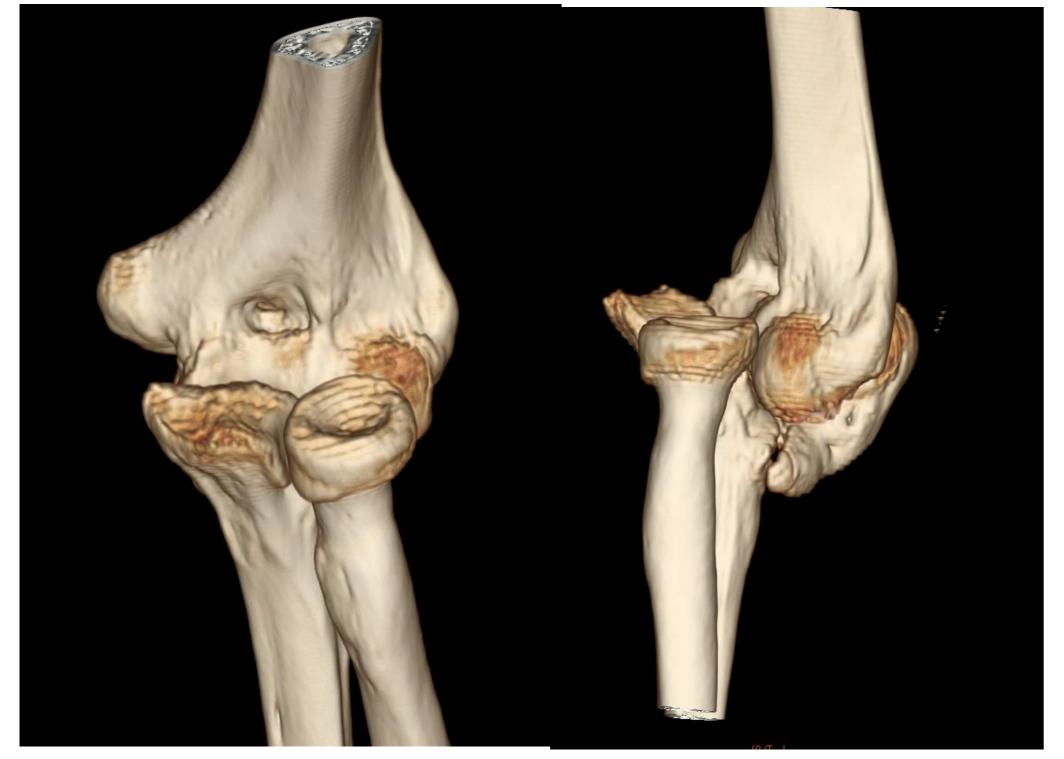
Reconstrucción TC 3D fractura transolecraniana + luxación radiocapitelar anterior
